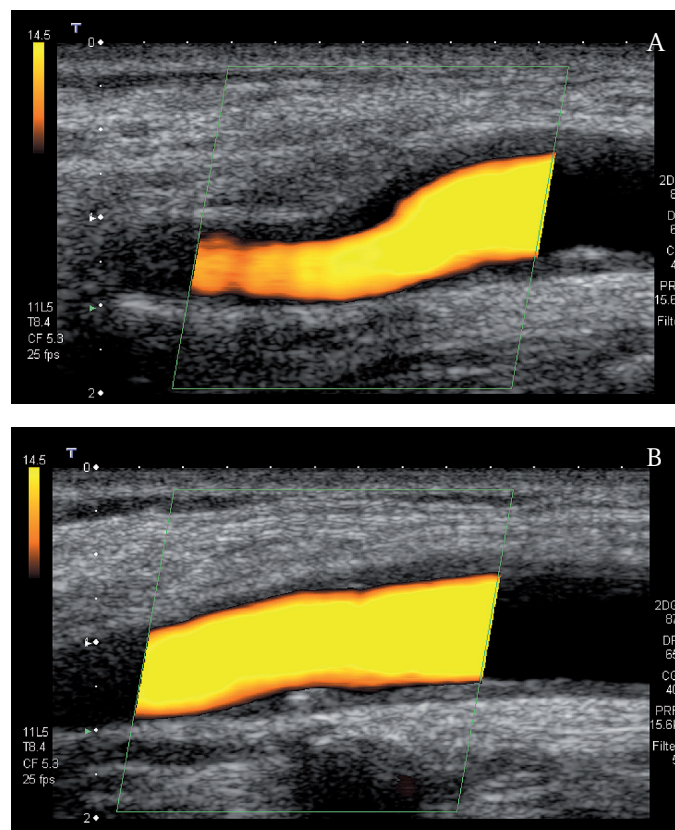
PERSISTENZA IMMAGINE POWER DOPPLER. Scansione longitudinale sul bulbo e sul tratto iniziale della carotide interna. La persistenza migliora la possibilità di rappresentare i flussi più lenti e conferisce al power un rapporto segnale/rumore nettamente più favorevole rispetto al color Doppler.
